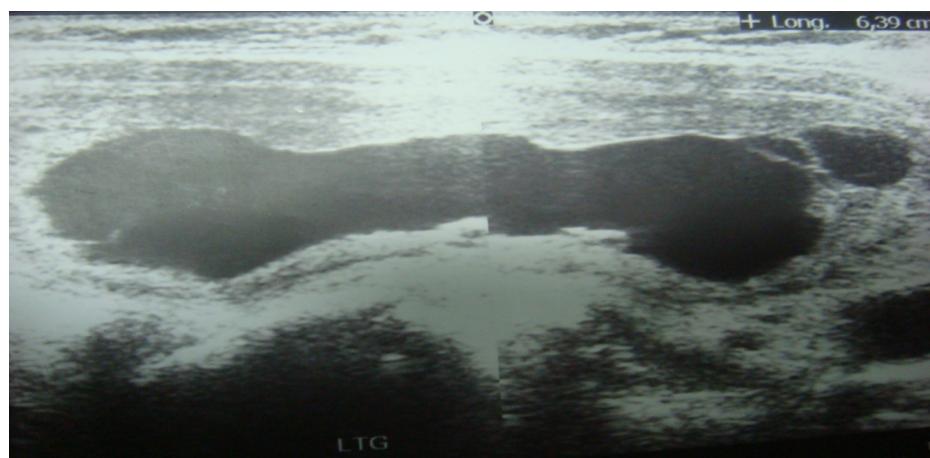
Image échographique qui montre un nodule gauche complètement kystisé
